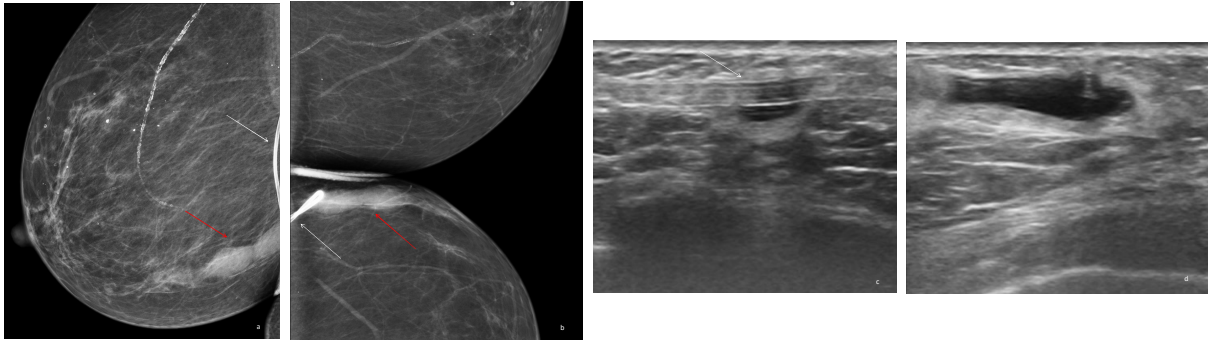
Mastitis secundaria a válvula de derivación ventrículo-peritoneal (VDVP): (a)Proyección OML y (b) proyección del Valle de mama derecha donde se observa catéter de VDVP (flecha blanca) y densidad asimétrica en el CII adyacente (flecha roja), de nueva aparición. (c, d) Ecografía CII/MD donde se visualiza el catéter de la VDVP (flecha blanca) con colección anecoica circundante , coincidiendo con área de eritema leve y caliente, motivo de consulta de la paciente
